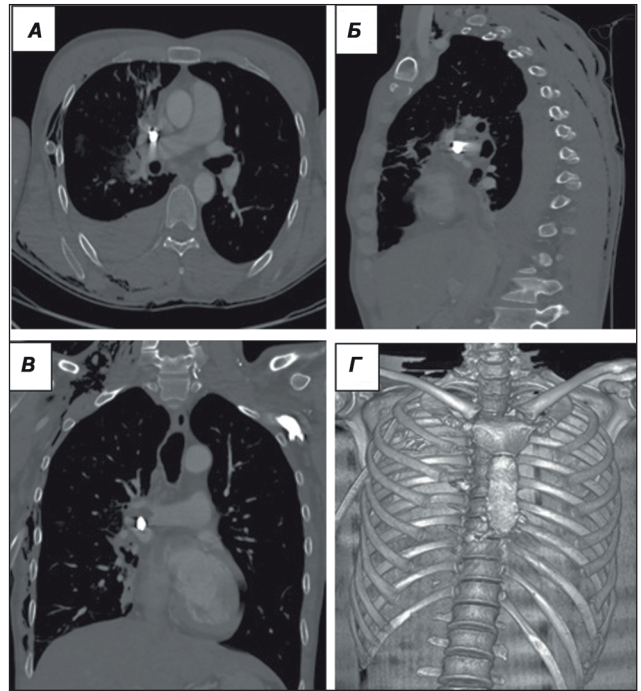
Дані МСКТ ОГК пораненого П., 38 років, при надходженні: металевий осколок розташований в корені правої легені, вогнепальний перелом тіла правої лопатки та V ребра справа, правобічний гемоторакс, пульмоніт, підшкірна емфізема справа, наявний дренаж у плевральній порожнині: А — аксіальна проєкція; Б — сагітальна проєкція; В — коронарна проєкція; Г — 3D-моделювання
